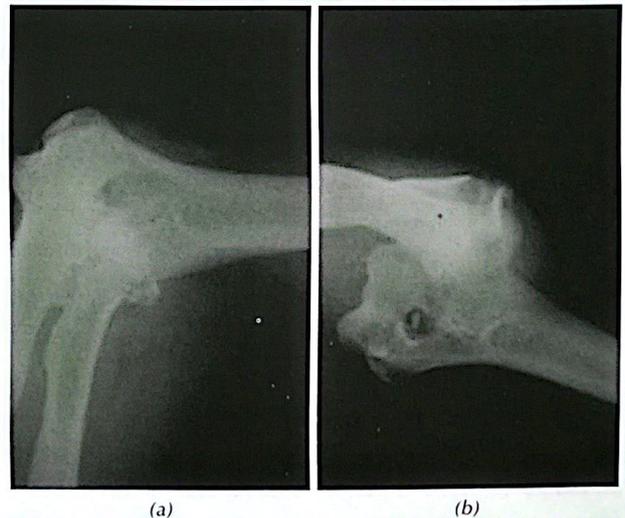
Radiographies du coude de face (a) et de profil (b) montrant la fracture luxation de radiale
